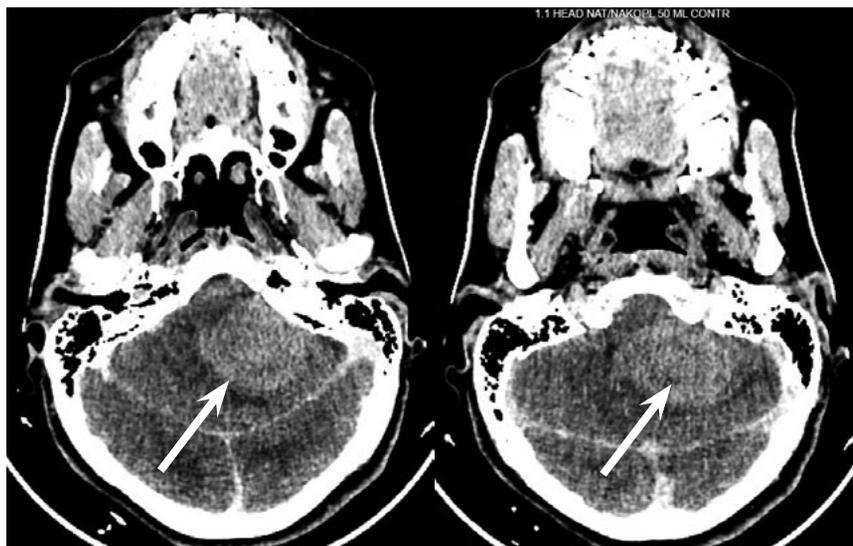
МСКТ головного мозга контрастным усилением. Определяется внутримозговая опухоль левого полушария мозжечка, равномерно накапливающая контрастное вещество (указана стрелкой).
